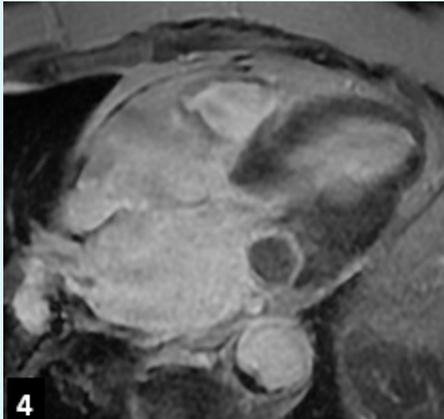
IRM en séquences de rehaussement tardif : lésion en hyposignal délimitée par un fin liseré périphérique rehaussé par l'injection de Gadolinium.
